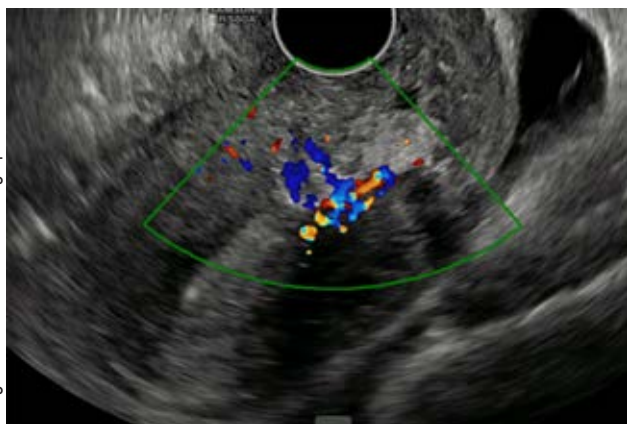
Ultrasonido con Doppler color donde se observa el aumento de la vascularidad al centro de la lesión.
